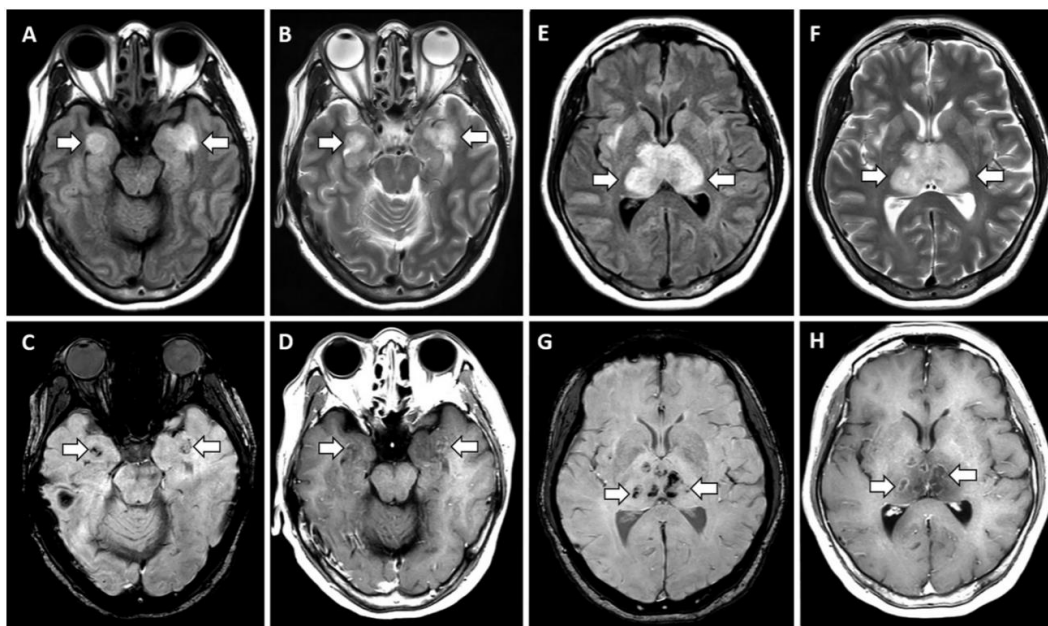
RMN axiales potenciadas en T2 (A, E) y Flair (B, F), en las que se observan lesiones hiperintensas en la porción medial de ambos lóbulos temporales y tálamo (flechas blancas). RMN axiales potenciadas en susceptibilidad magnética (C, G), donde se ven lesiones hipointensas (flechas blancas); y con contraste (D, H), en las que se muestran áreas hipointensas con realce en anillo (flechas blancas), todas ellas sugestivas de hemorragia (Poyiadji et al., 2020).
